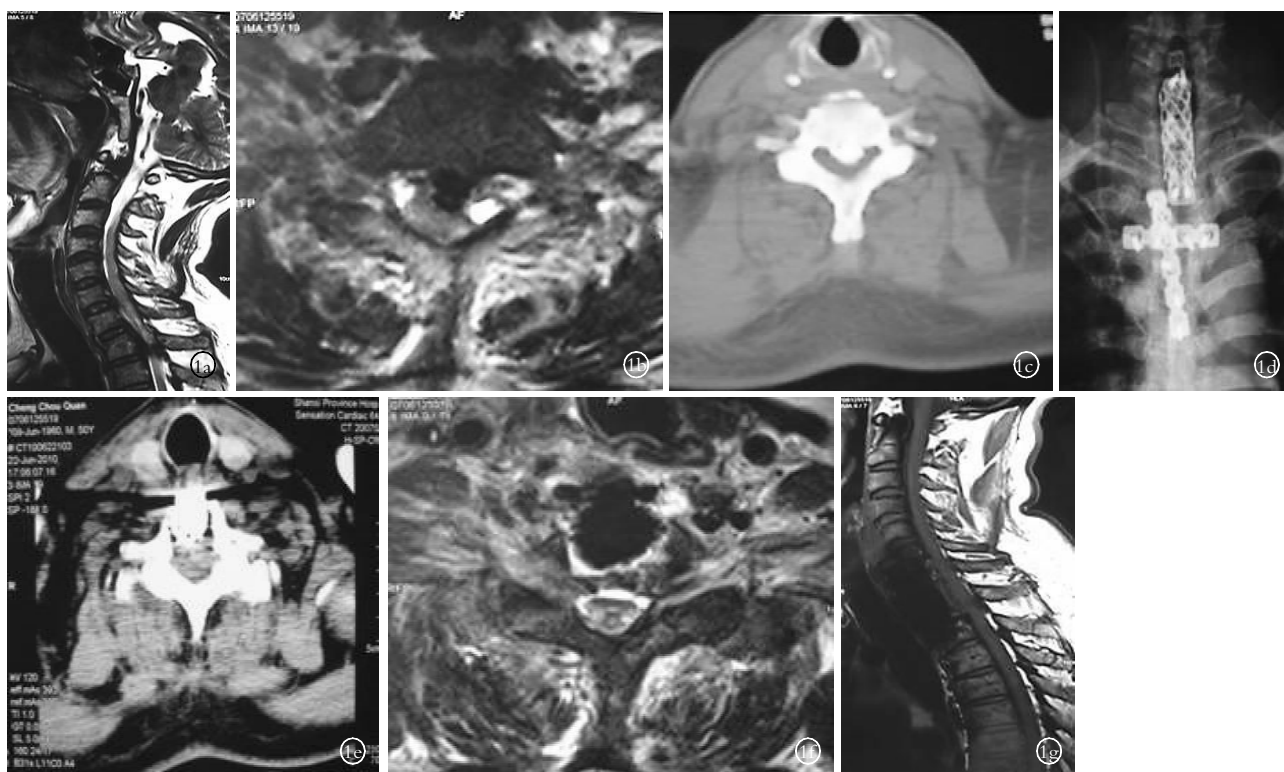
男性患者,50 岁,车祸致 T<sub>4</sub> 以下感觉减退运动障碍,大小便障碍 1a,1b,1c.术前颈椎矢状位、水平位 MRI 及水平位软组织窗颈椎 CT 示 C<sub>7</sub>T<sub>1</sub> 后纵韧带骨化,脊髓受压 1d.术后颈椎 X 线正位示颈椎内置物、胸骨固定物位置好 1e.颈椎 CT 水平位示颈椎内置物位置良好,脊髓压迫解除 1f.颈椎水平位 MRI 示 C<sub>7</sub>T<sub>1</sub> 后纵韧带骨化已切除,内置物位置好,脊髓形态恢复正常 1g.颈椎矢状位 MRI 示 C<sub>7</sub>T<sub>1</sub> 后纵韧带骨化已切除,无脊髓受压,内置物位置好
